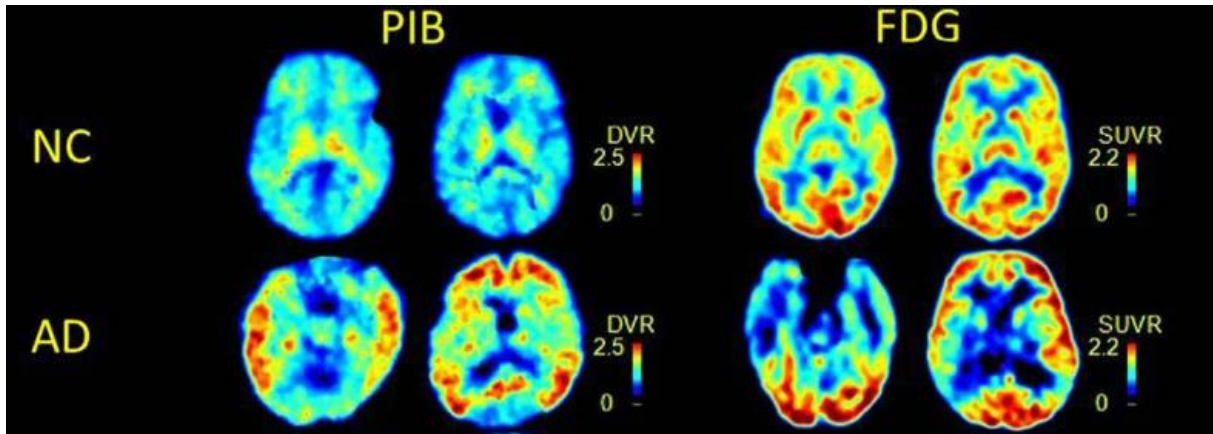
Mise en comparaison du 11C-PIB et 18F-FDG [36]
